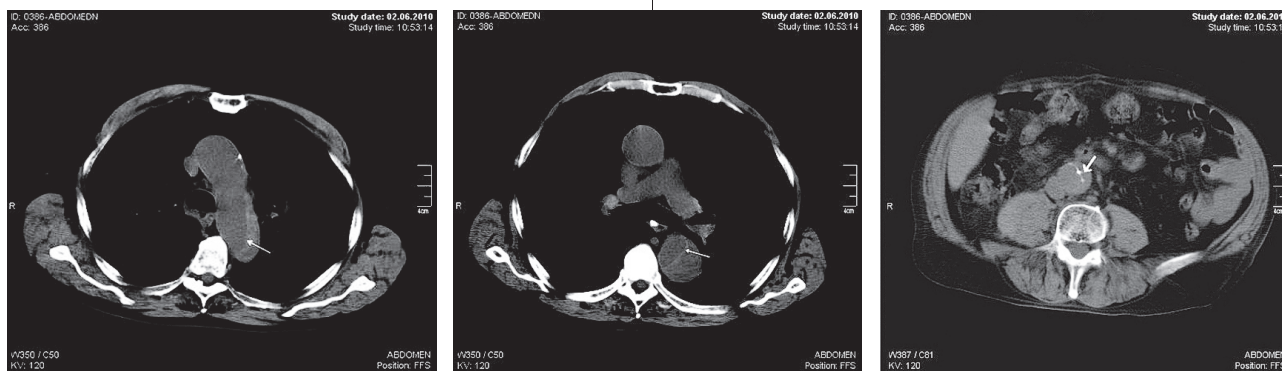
Комп'ютерна томографія органів грудної клітки: А — розшарування дуги аорти (→ відшарований інтимомедіальний лоскут); Б — розшарування грудного відділу аорти (→ відшарований інтимомедіальний лоскут); В — розшарування черевного відділу аорти (→ відшарований інтимомедіальний лоскут)
